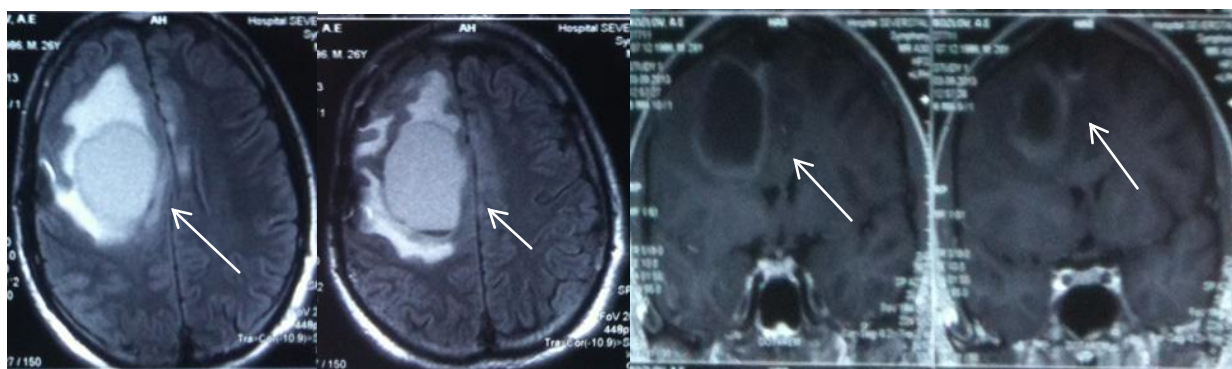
МРТ больного К. до операции
